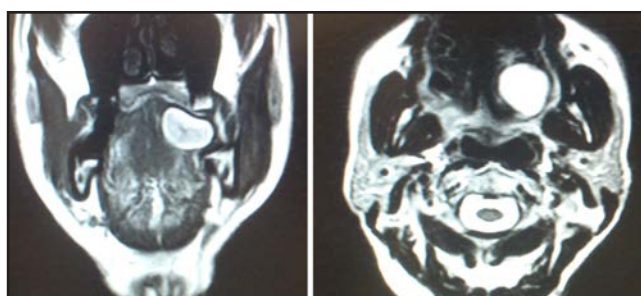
Corte coronal y axial RMN: tumoración lingual izquierda compatible con lipoma.
